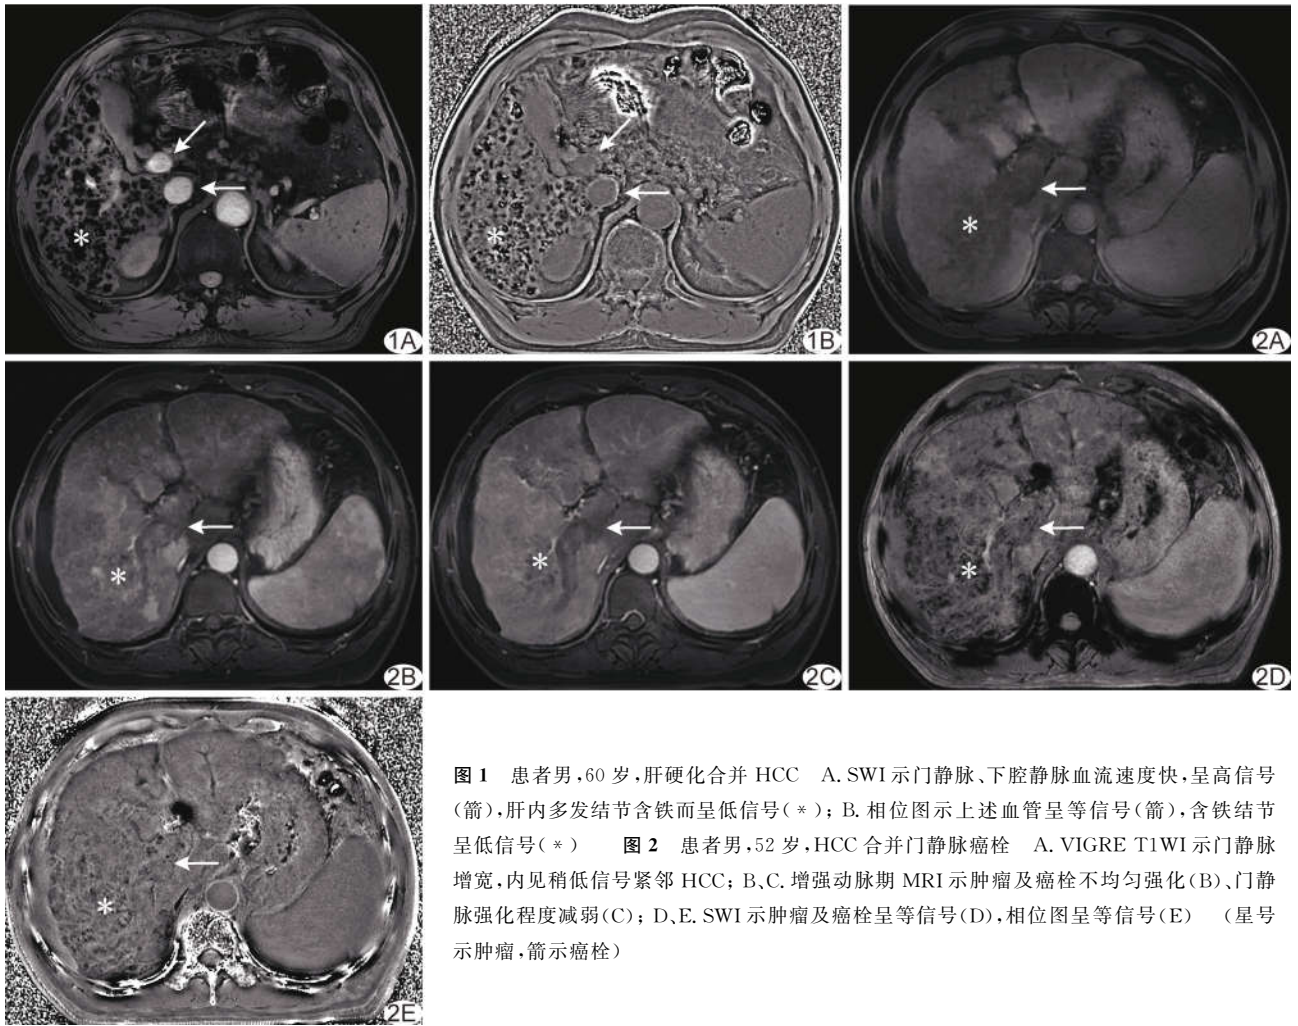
患者男,60 岁,肝硬化合并 HCC A. SWI 示门静脉、下腔静脉血流速度快,呈高信号(箭),肝内多发结节含铁而呈低信号(*); B. 相位图示上述血管呈等信号(箭),含铁结节呈低信号(*) 图 2 患者男,52 岁,HCC 合并门静脉癌栓 A. VIGRE T1WI 示门静脉增宽,内见稍低信号紧邻 HCC; B、C. 增强动脉期 MRI 示肿瘤及癌栓不均匀强化(B)、门静脉强化程度减弱(C); D、E. SWI 示肿瘤及癌栓呈等信号(D),相位图呈等信号(E) (星号示肿瘤,箭示癌栓)
